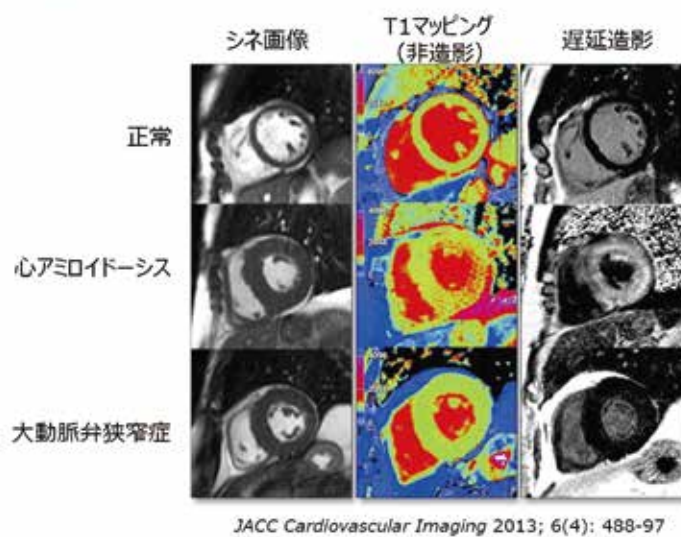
心臓MRI：心アミロイドーシスの心筋ではT1値の低下（赤い部分）、遅延造影（白い部分）がみられるが、大動脈弁狭窄症では認められない
